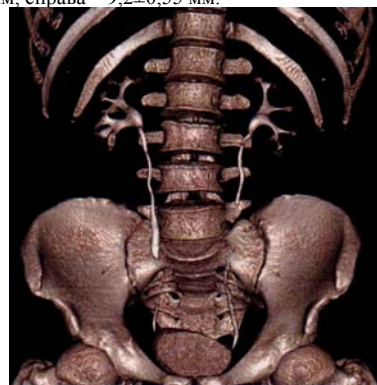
Мультиспиральная компьютерная томограмма чашечнолоханочной системы почек мужчины 40 лет (расширения чашечно-лоханочной системы нет)
